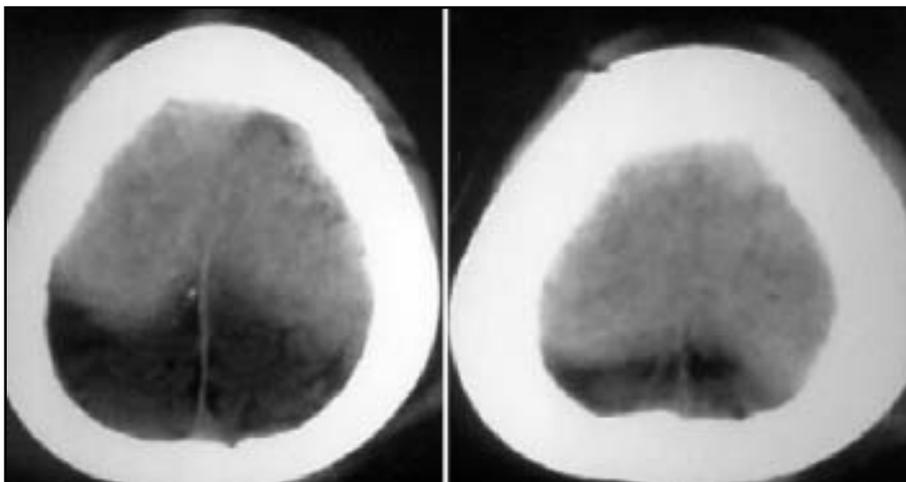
Tomografia computadorizada axial do crânio mostrando área hiperdensa na convexidade correspondendo ao hematoma extradural do vértex.
